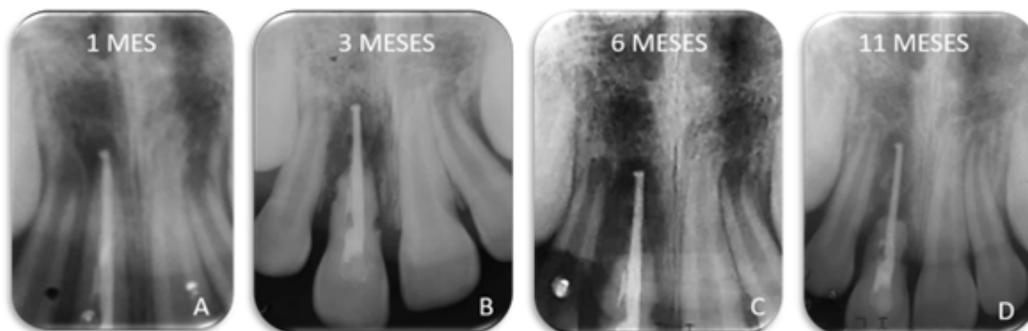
Radiografías periapicales de control posterior a la reimplantación. A) 1 mes B) 3 meses C) 6 meses D) 11 meses
